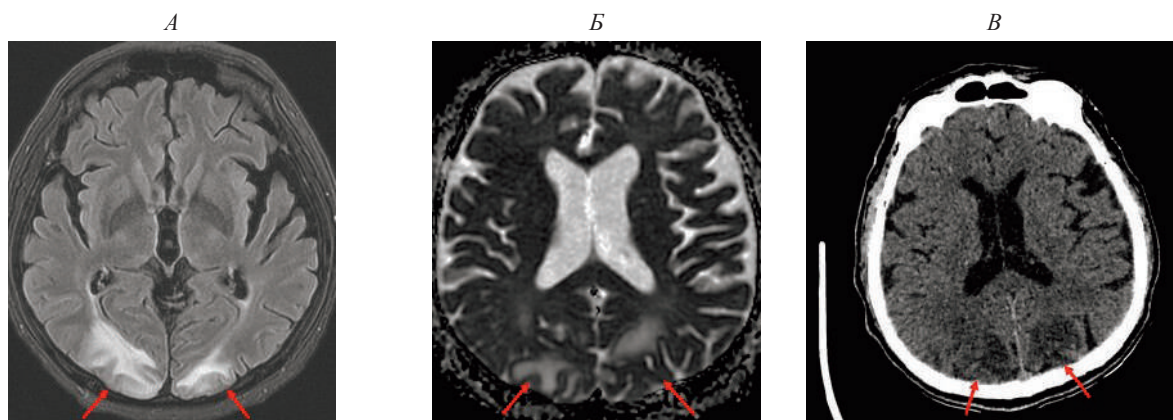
МРТ головного мозга (типичная лучевая картина PRES синдрома).
